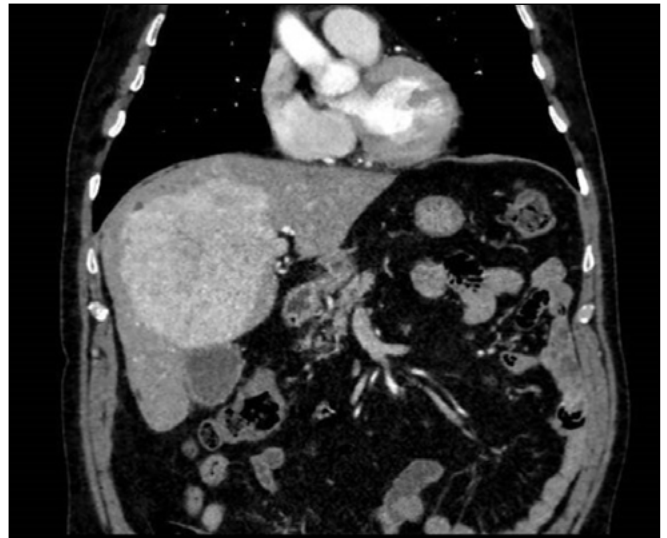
TC de abdomen (corte coronal): hepatocarcinoma de 12 cm.
